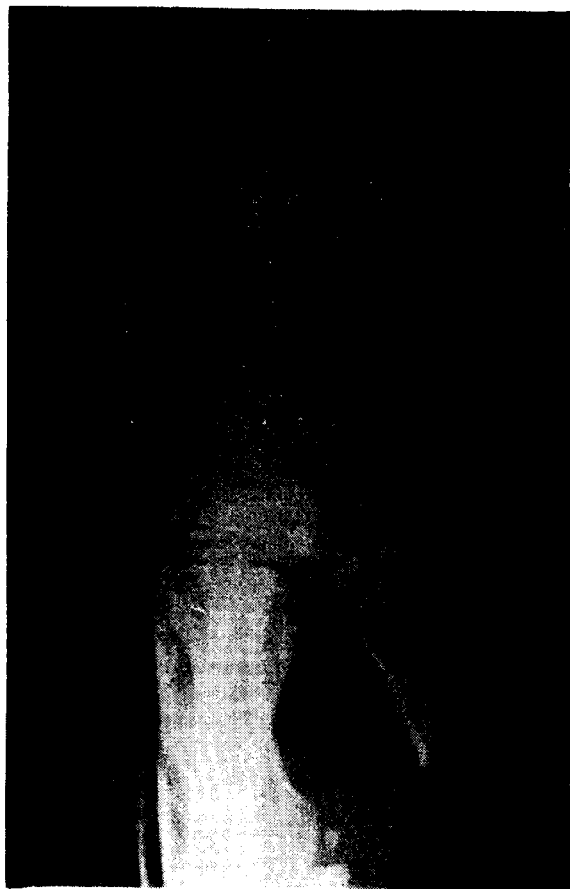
La misma radiografía pero en proyección lateral. Nótese más claramente la luxación semilunar.
